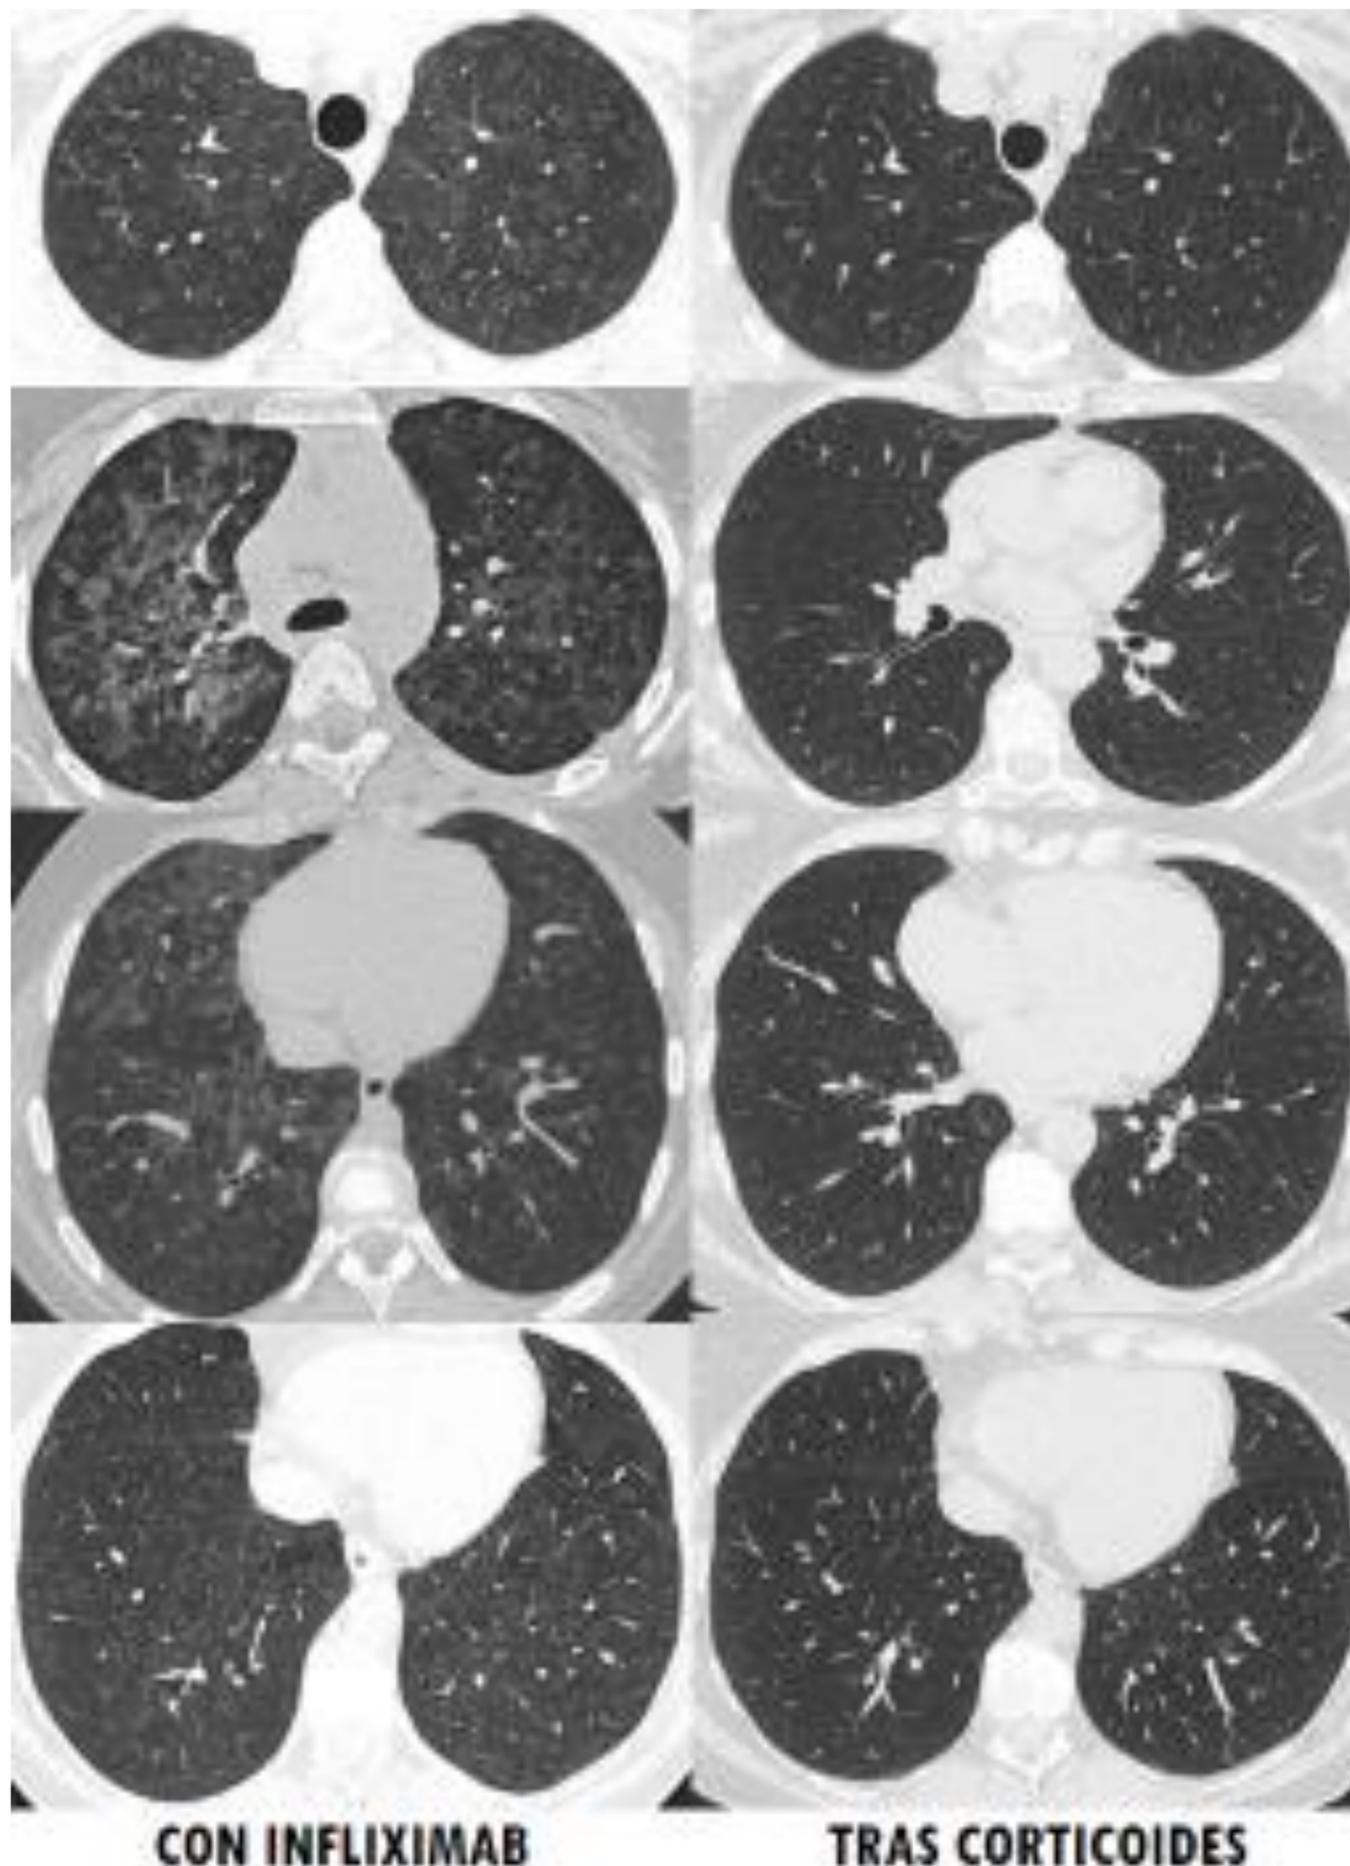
TC de tórax en ventana pulmonar corte axial en paciente de figura 3 , A (inicial): Se objetiva nodulillos centrilobulillares difusa en ambos hemitórax. En ausencia de clínica infecciosa los hallazgos radiológicos sugerían neumopatía intersticial con un patrón radiológico de bronquiolitis (neumonía por hipersensibilidad) secundaria a tratamiento farmacológico con infliximab. Estudio anatomopatológico de lavado Broncolaveolar: Muestra con un componente inflamatorio agudo con polimorfonucleares: neutrófilos. Negativo para células malignas en el material examinado, compatible con inflamación aguda. TC de tórax de control tras suspensión de Infliximab e inicio de ciclo de corticoides: En comparación con TC previo se confirma la desaparición de los nódulos centrilobulares con densidad en vidrio deslustrado descritas previamente siendo en la actualidad una exploración normal. Se concluye que fue un reacción medicamentosa aguda tras Infliximab.
